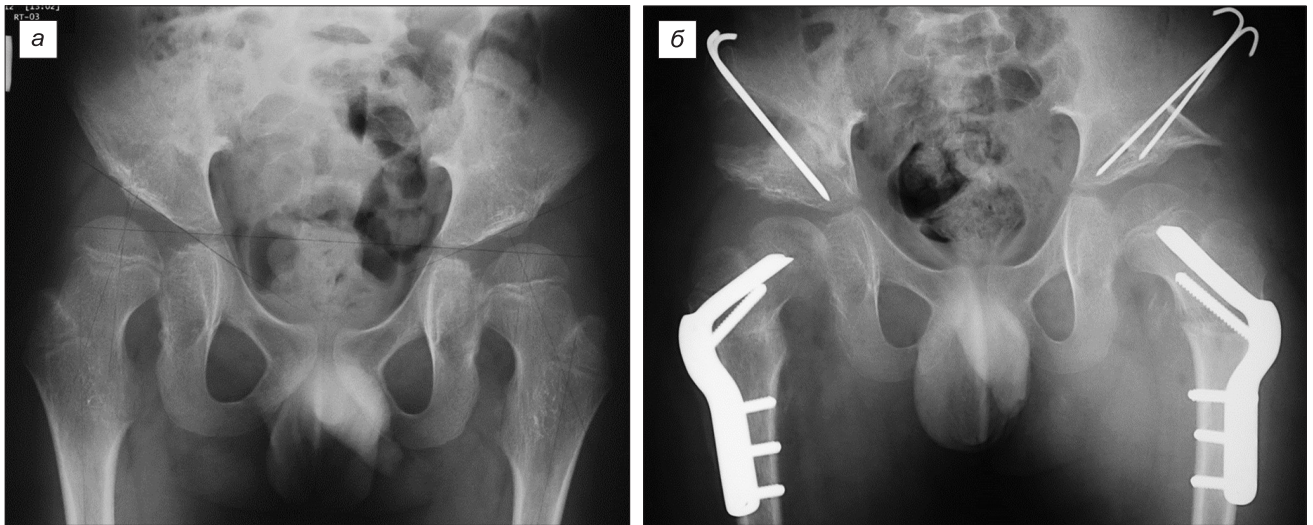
ДЦП спастическая диплегия, подвывих бедер с 2 сторон, рентгенограмма до операции (а); после ацетабулопластики по Пембертону с 2 сторон (б).
